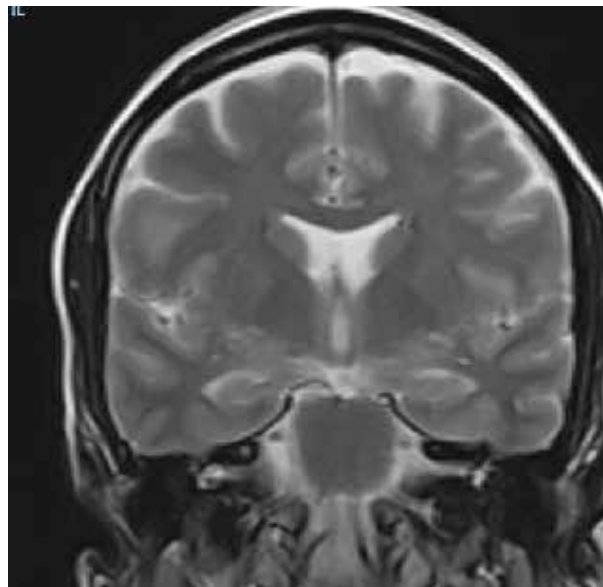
Corte coronal de la RMN, donde apenas se aprecia la tumoración a la salida del nervio estatoacústico.
